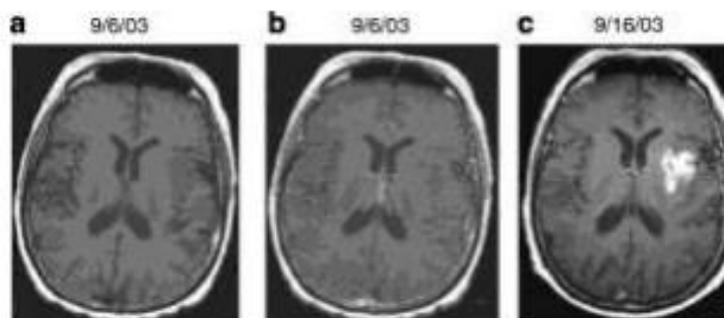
Comparación de 3 imágenes de resonancia magnética de un tumor cerebral, a) sin agente de contraste, b) con gadolinio como agente de contraste, sin mejoras significativas, y c) con SPIONs como agente de contraste, siendo la única imagen en la que se aprecia el daño. Ref (20)
